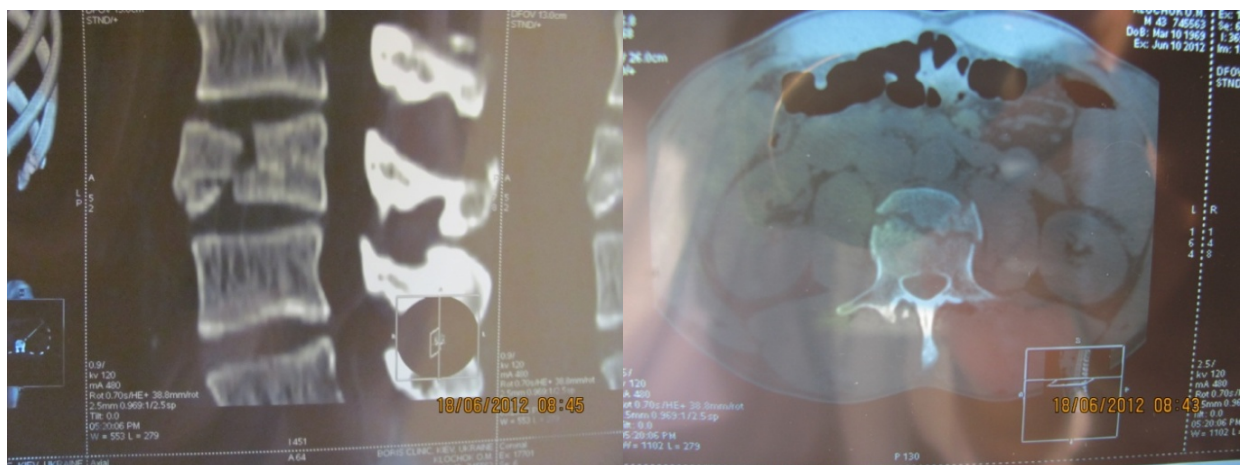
Компресійно-уламковий перелом тіла L3 хребця по класифікації АО/ASIF A2.3 (КТ-скани).
